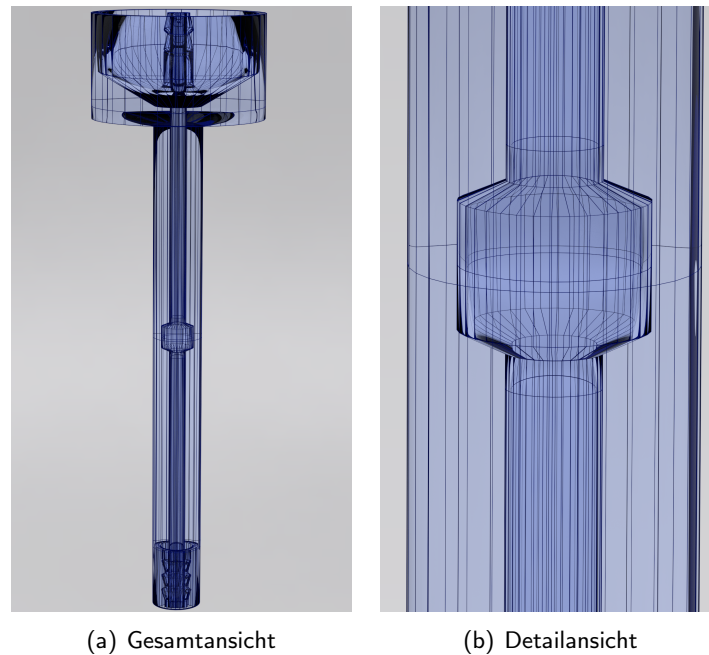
Modell A: Durchsichtiges Rendering eines 3D-Modells, welches als 3D-Druckvorlage dient. Oben und unten existieren jeweils zwei Anschlüsse für Silikonschläuche, das Innere ist hohl. In der Mitte des Röhrchens befindet sich das zu durchströmende Gebiet, welches genau innerhalb der Sende- und Empfangseinheit des Tomographen liegt. Die Verbreiterung oben dient als Halterung für den 3D-Druck im Tomographen, der äußere Rand zur Stabilität beim Drucken (damit das Druckobjekt nicht von der Druckplatte abbricht). Die Erweiterung von 2,4mm auf 4,8mm auf 2,4mm ist insgesamt 4,8mm hoch. (a) Gesamtansicht. (b) Detailansicht.*
